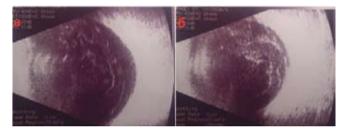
УЗИ пациента П.: а — правый глаз; б — левый глаз 08.07.2014
